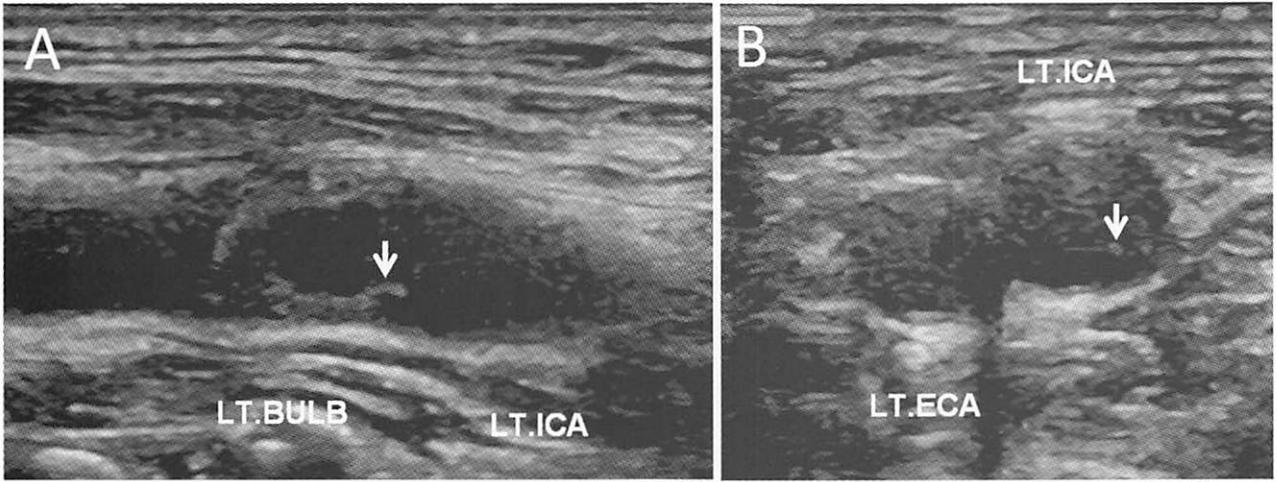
頸部血管エコー 長軸像 (A), 短軸像 (B)
